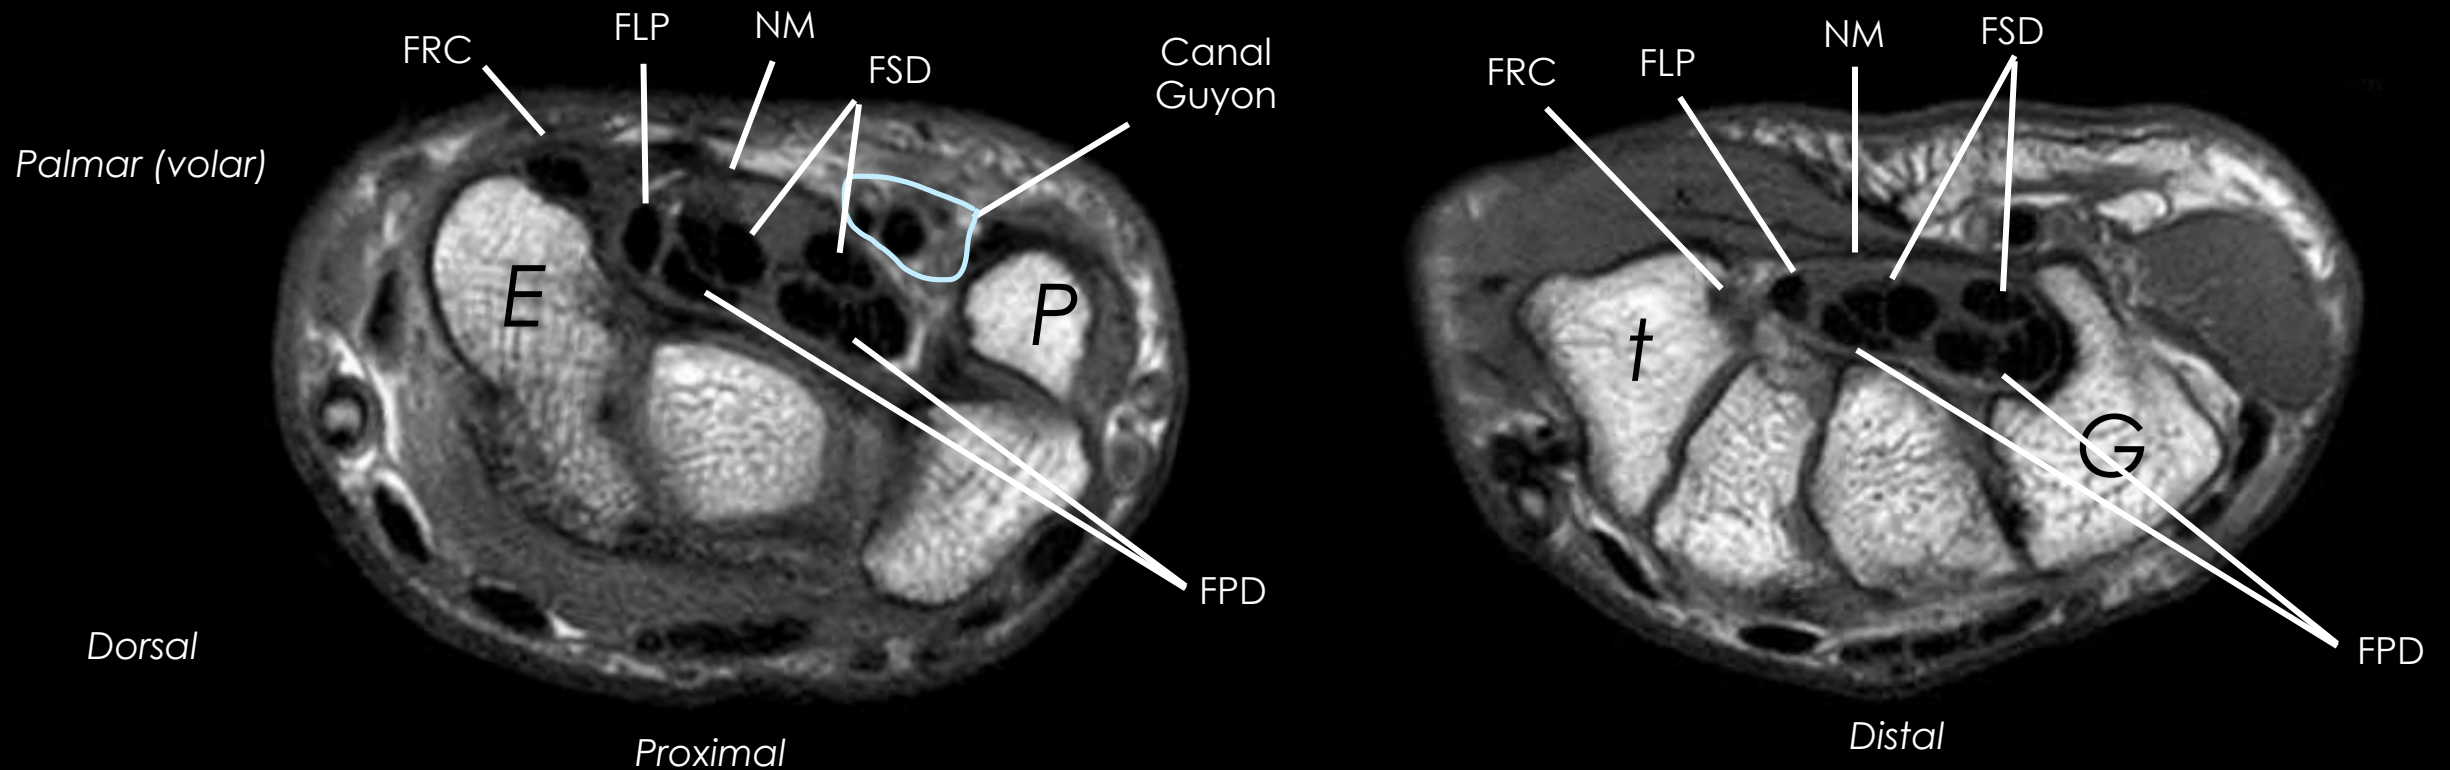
RM muñeca T1 corte axial donde se representa el túnel del carpo. Los tendones flexores atraviesan la muñeca para entrar en el túnel del carpo, que es un canal osteofibroso formado por un suelo y paredes laterales óseas: escafoides y piramidal en la parte más proximal y trapecio y ganchoso en la parte más distal. En techo está formado por el retináculo flexor. A nivel proximal, entre el escafoides (E) y el piramidal (P) vemos que el flexor radial del carpo (FRC) se localiza fuera del retináculo flexor y el paquete vasculonervioso cubital en el canal de Guyon.
